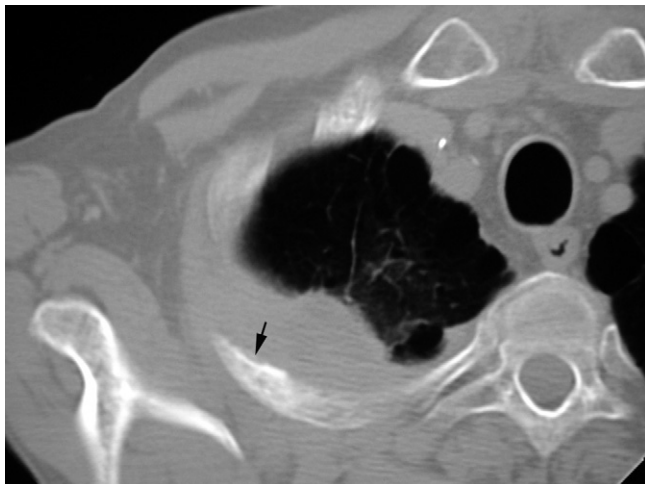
Coupe TDM en fenêtre osseuse. Aspect hétérogène de l'arc postérieur de la 3^e côte droite avec lyse partielle de la corticale interne (flèche) affirmant l'extension pariétale.
